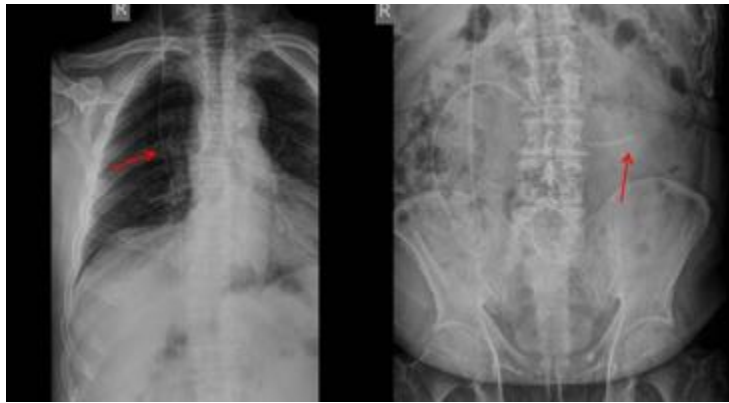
Röntgenbild mit Darstellung des Shuntverlaufs [68]
